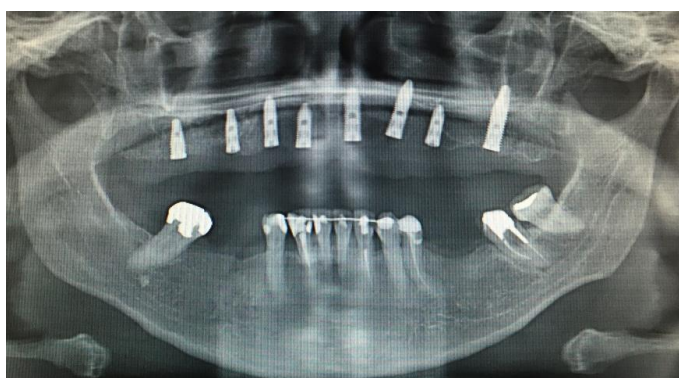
Radiografia panorâmica imediatamente posterior à instalação dos implantes.
